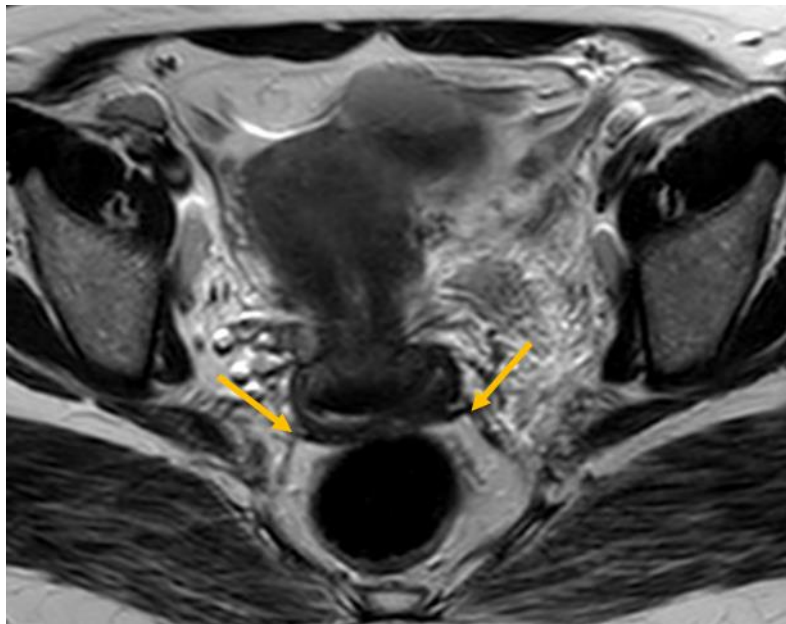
IRM en coupe axiale T2 montrant une atteinte du torus sous forme d'une plaque fibreuse stellaire en hyposignal T2 avec épaissement des LUS réalisant un aspect en "moustache"
